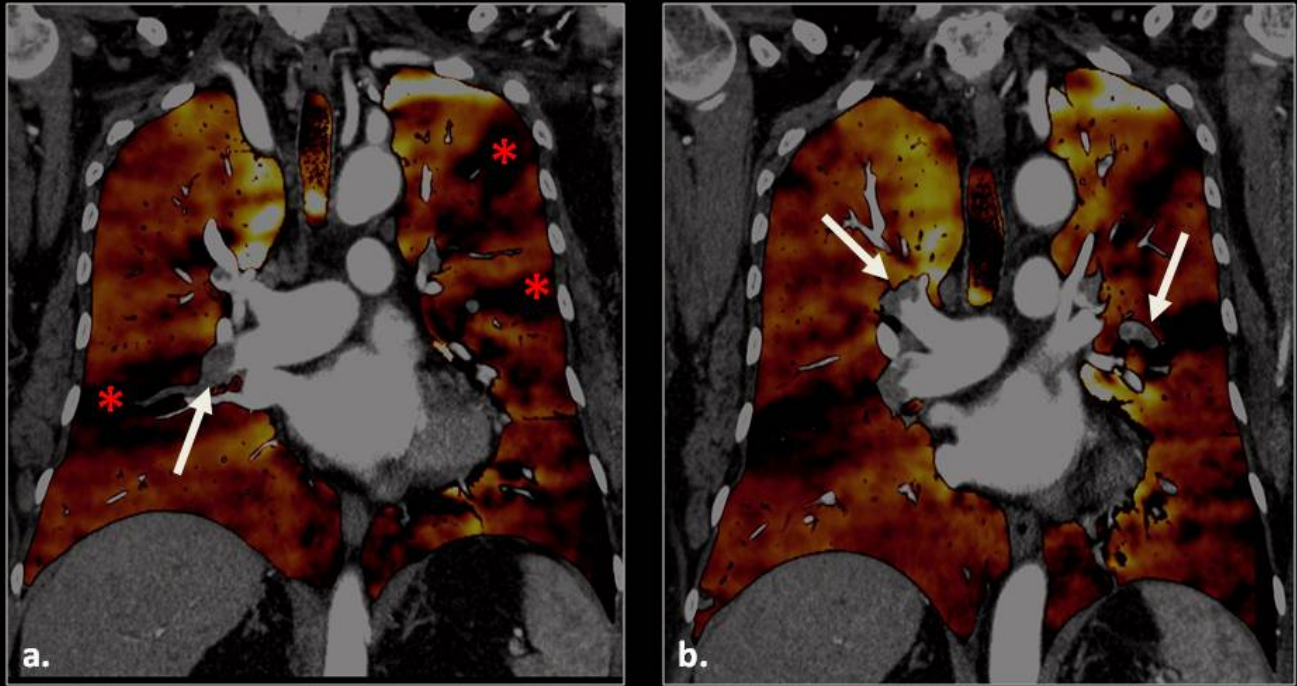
En estas imágenes podemos ver dos reconstrucciones coronales de un estudio angio-TC pulmonar con energía dual. En ellas observamos los defectos de repleción en los vasos contrastados (flechas) correspondientes a TEPs y en el mapa de yodo vemos defectos parenquimatosos triangulares (asteriscos) correspondientes a zonas parenquimatosas hipoperfundidas. *La energía dual nos permite realizar un análisis funcional además del análisis morfológico.
